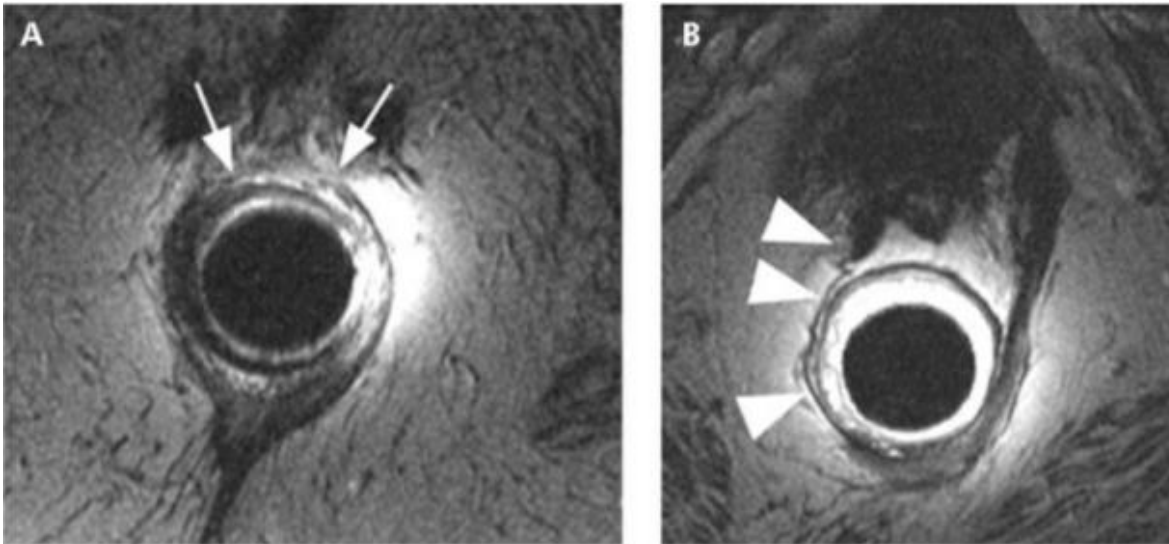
Resonancia magnética anal.
